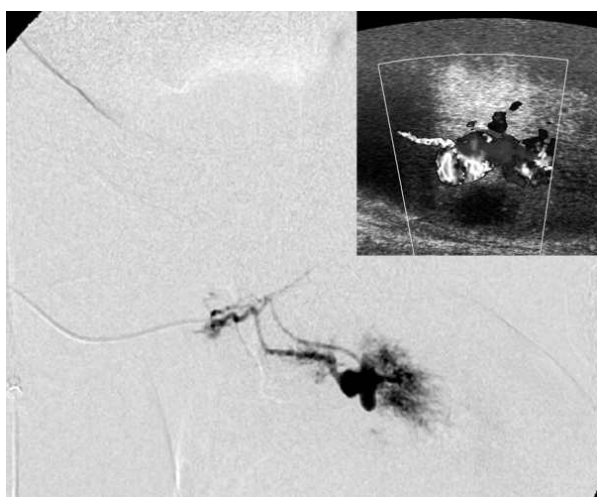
Inyección de contraste en la arteria pudenda interna derecha. Se observa comunicación con el lado izquierdo, dos pseudoaneurismas y extravasación de contraste en ambos cuerpos cavernosos (fístula arterioesponjosa bilateral). Correlación con ecografía que muestra el pseudoaneurisma y la extravasación de sangre.
